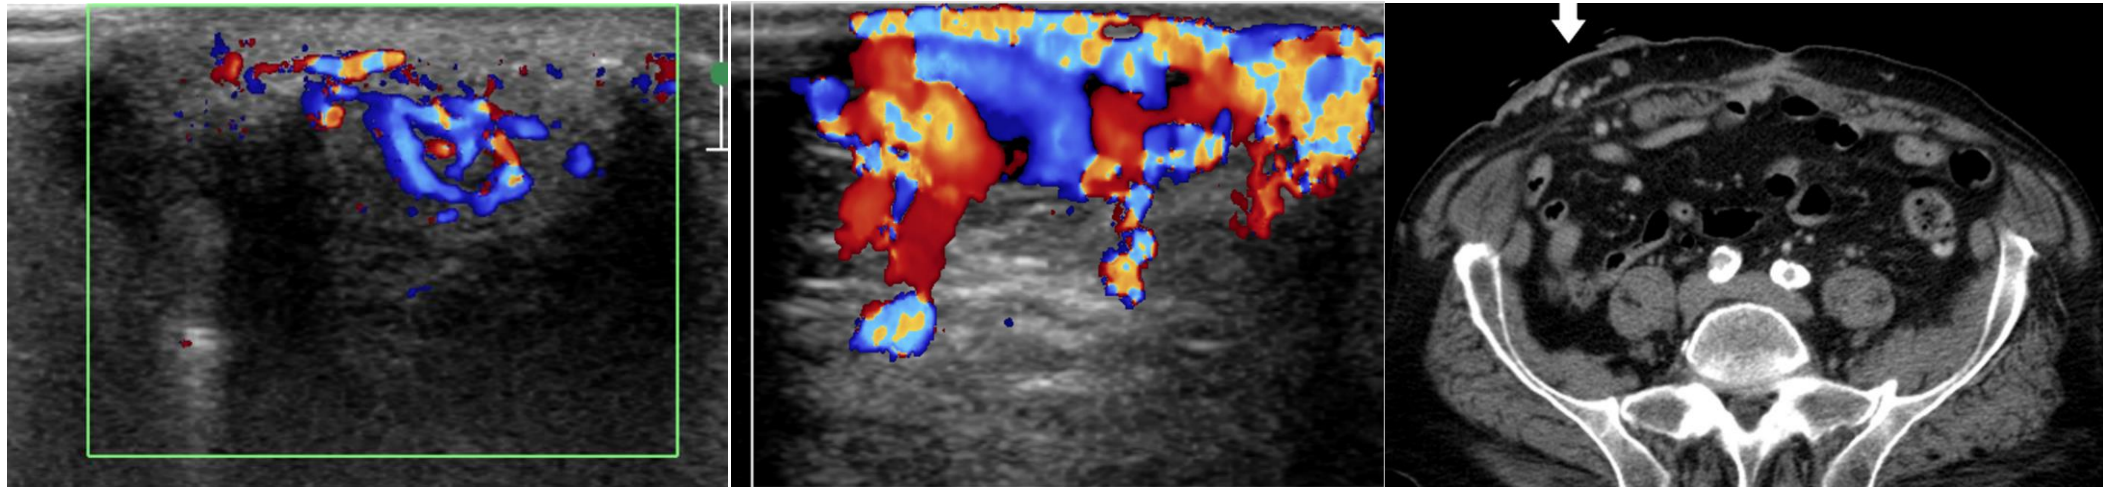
cortes de ecografía con sonda lineal de alta frecuencia y corte axial de tomografía donde se identifica lesión con estructuras vasculares de aspecto serpinginoso con abundante flujo al estudio Doppler/ relleno vascular tras la administración de contraste, compatibles con malformaciones vasculares.
